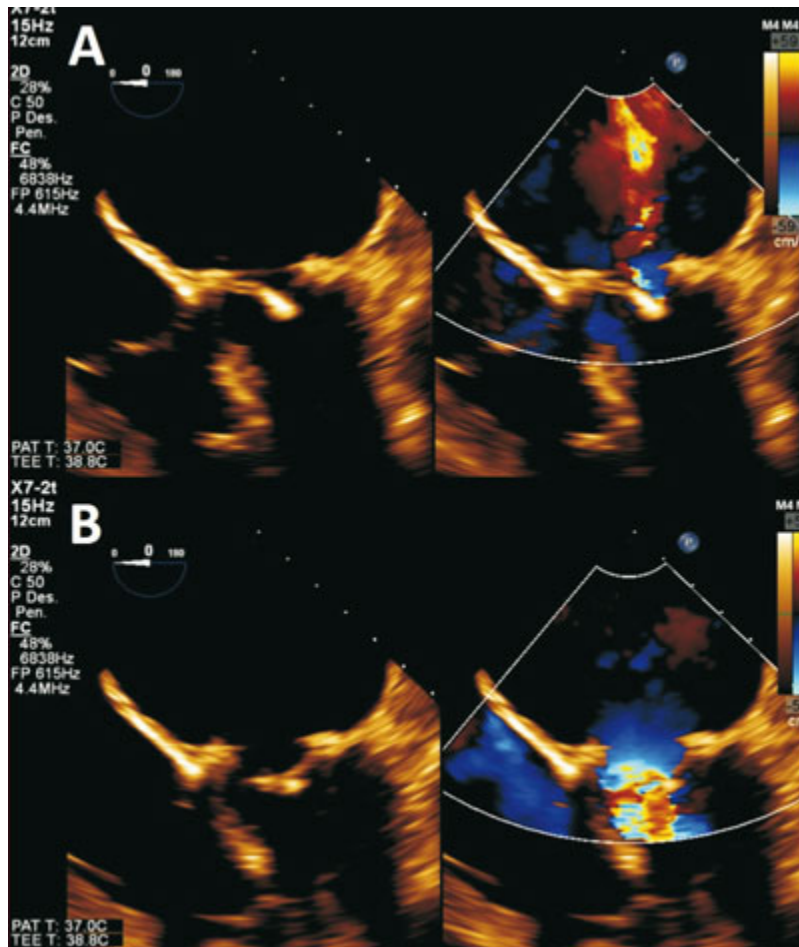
Ecocardiograma transesofágico que muestra la nula movilidad de las valvas de la bioprótesis, condicionando una coaptación incompleta en sístole (A), así como importante engrosamiento de las valvas en diástole (B).
